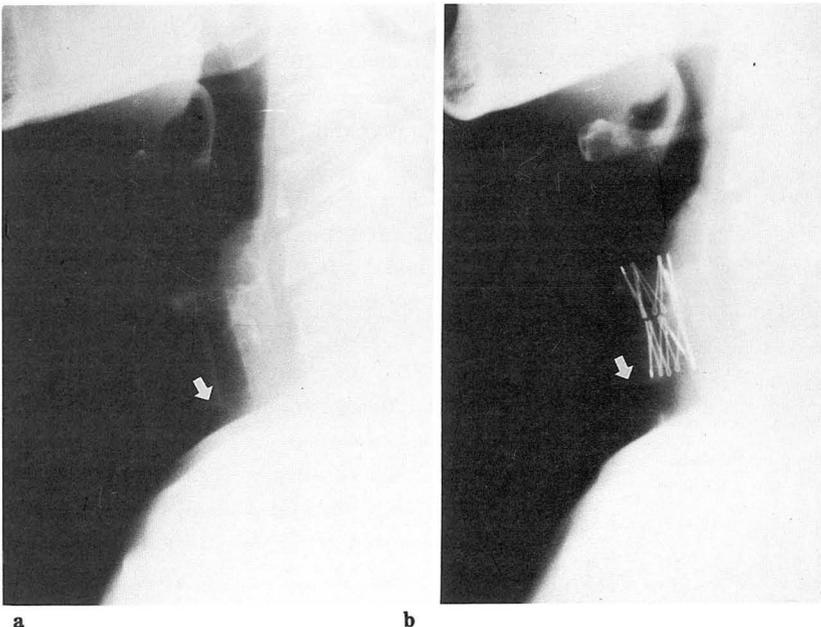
Case 2. Neck radiographs before (a), and immediately after (b) placement of endotracheal stent. Two stents joined by two wire struts were placed just above the tracheal T-tube (arrow).
